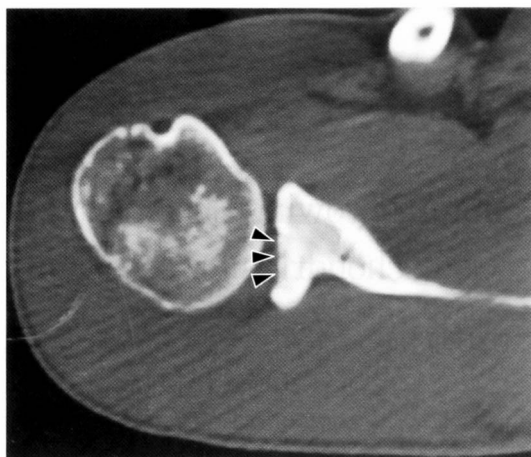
CT所見(4時のスライス)：軟骨下骨の欠損像(矢頭)を認める。
